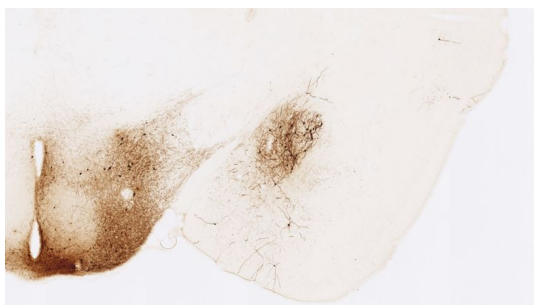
CT-R ニューロンに投射するニューロンの細胞体が視床下部や扁桃体に認められる。
